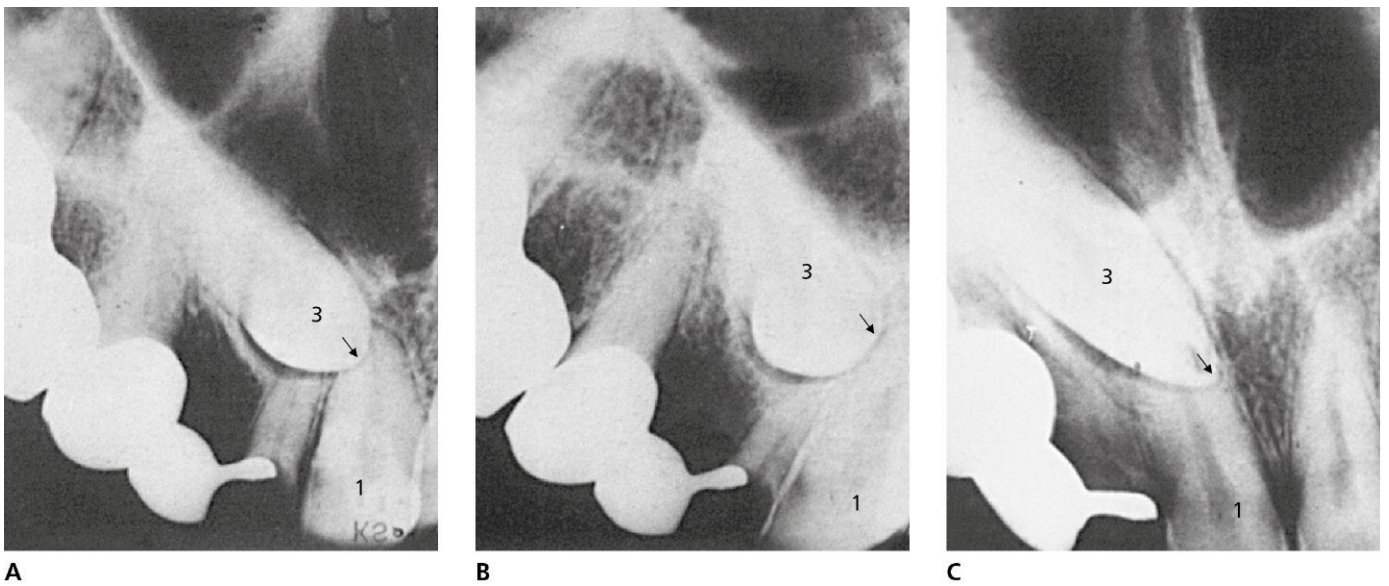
Serie periapical para la localización palatina de canino superior incluido. A. Proyección perpendicular (el canino cubre parcialmente el incisivo central). B. Proyección distal (el canino se aleja hacia distal y no cubre el incisivo). C. Proyección mesial (el canino se acerca hacia mesial y cubre totalmente el incisivo).
